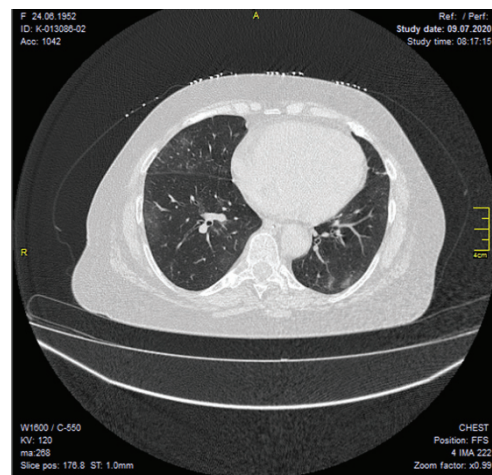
Аксиальный срез КТ больной Я., 1952 г. рождения от 9.07.2020 г.
